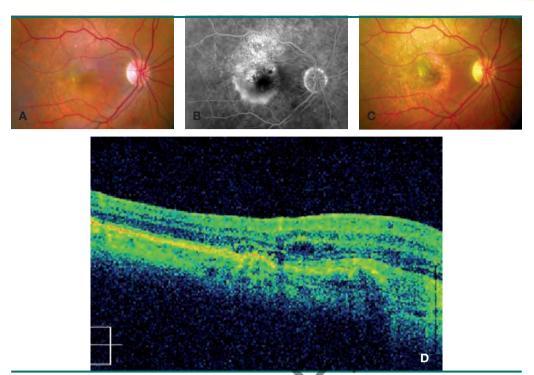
Paciente de 79 años con desprendimiento de epitelio pigmentario (DEP) y membrana oculta, tratada con dos inyecciones de ranibizumab. Agudeza visual (AV) basal de 0,25. En la revisión del tercer mes se aprecia desgarro de epitelio pigmentario, con bajada de AV a 0,05. A, retinografía basal. B, angiografía fluoresceínica. C, retinografía a los 3 meses. Se observa el DEP con afectación foveal. D, tomografía de coherencia óptica. Interrupción de la banda de epitelio pigmentario, mínimo fluido intrarretiniano, hiperreflectividad profunda en la zona de ausencia de epitelio pigmentario.
